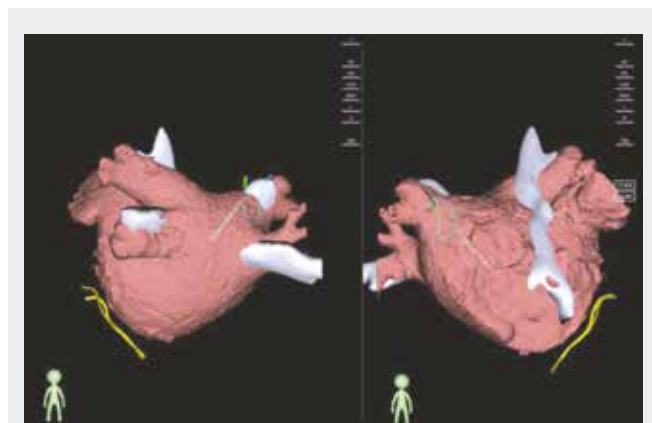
Сопоставление КТ модели и анатомической реконструкции. Серым обозначена анатомическая реконструкция, цветным – КТ модель
